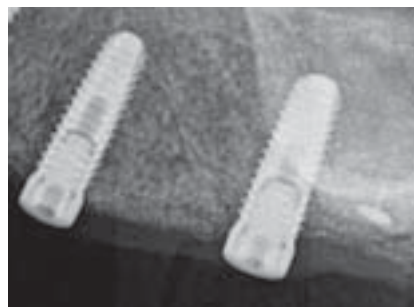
Periapikale Detail-Röntgenaufnahme von zwei Implantaten.
